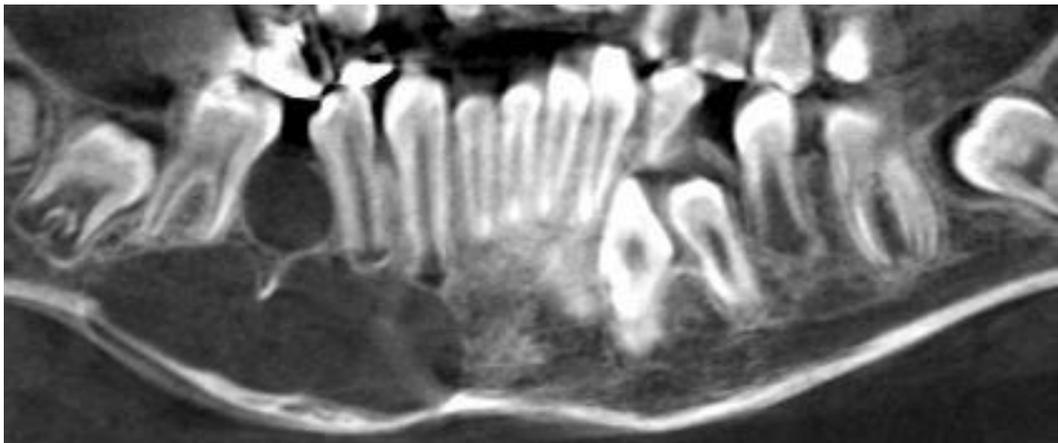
Tomografía corte panorámico PO 2 años
